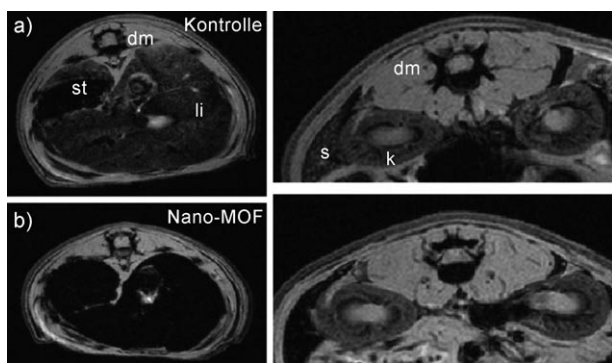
Mithilfe einer Gradientenechosequenz erhaltene Magnetresonanztomogramme nach der Verabreichung von Eisen-MOFs an Ratten: a) Vergleichspopulation; b) Ratten, denen 220 mg kg^{-1} in den Bereich der Leber (links) oder der Milz (rechts) injiziert wurde (dm: Rückenmuskel; k: Nieren, li: Leber; s: Milz; st: Magen). Ergebnisse von Dr. B. Gillet und Dr. C. Sebries (Gif sur Yvette, Frankreich).
